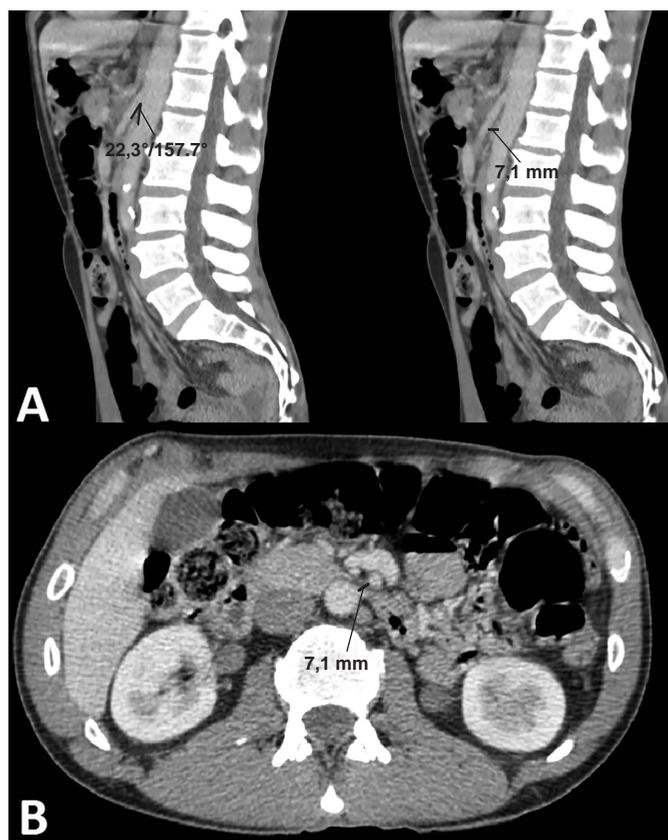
A. Cortes sagitales de tomografía en los que se observa un ángulo aortomesentérico menor a 25° y una distancia aortomesentérica menor de 10 mm. B. Distancia aortomesentérica menor de 10 mm en un corte axial.
